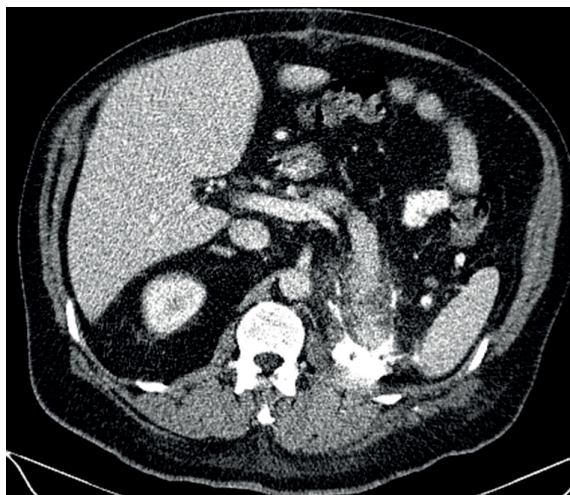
КТ-фистулография пациента с панкреонекрозом, состояние после дренирования абсцесса
